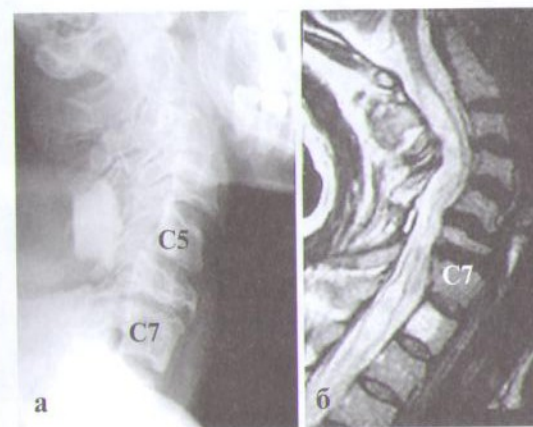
Спондилограмма в боковой проекции и МРТ больного через 3 года после компрессионного перелома С6-позвонка и проведенной сразу после травмы декомпрессивной ламинэктомии. На спондилограмме (а) видна выраженная посттравматическая кифотическая деформация позвоночника. На МРТ (б) определяется лизис С6-позвонка с компрессией передних отделов спинного мозга и развитием посттравматической миелопатии с формированием протяженной интрамедуллярной кисты.
